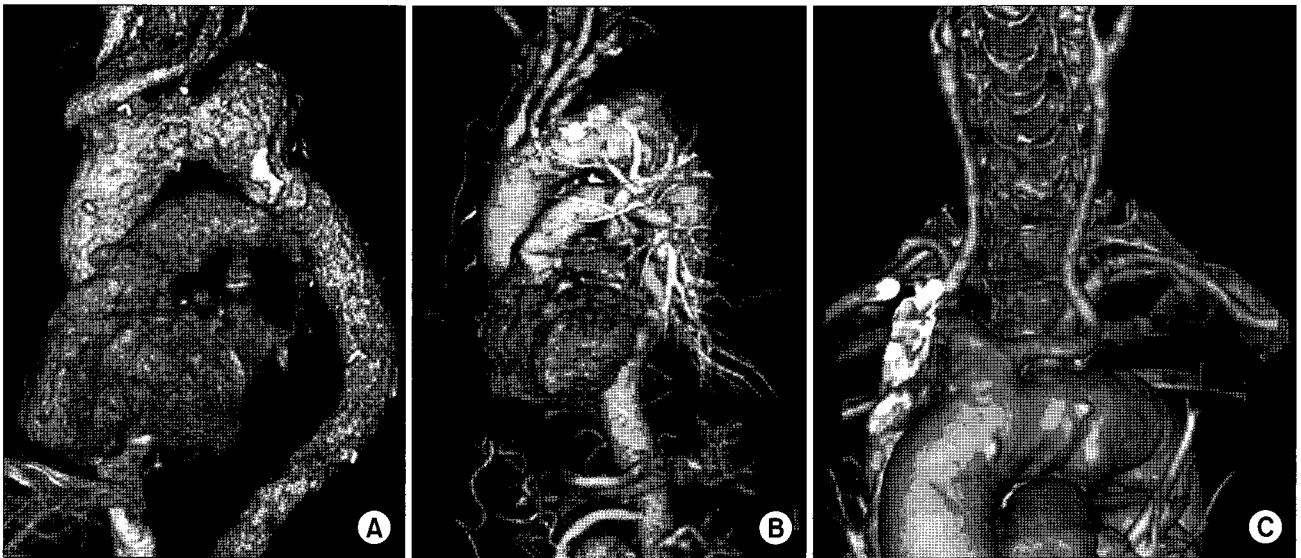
Preoperative CT angiography; three dimensionally rendered images of case 1 (A), case 2 (B), and case 3 (C).
